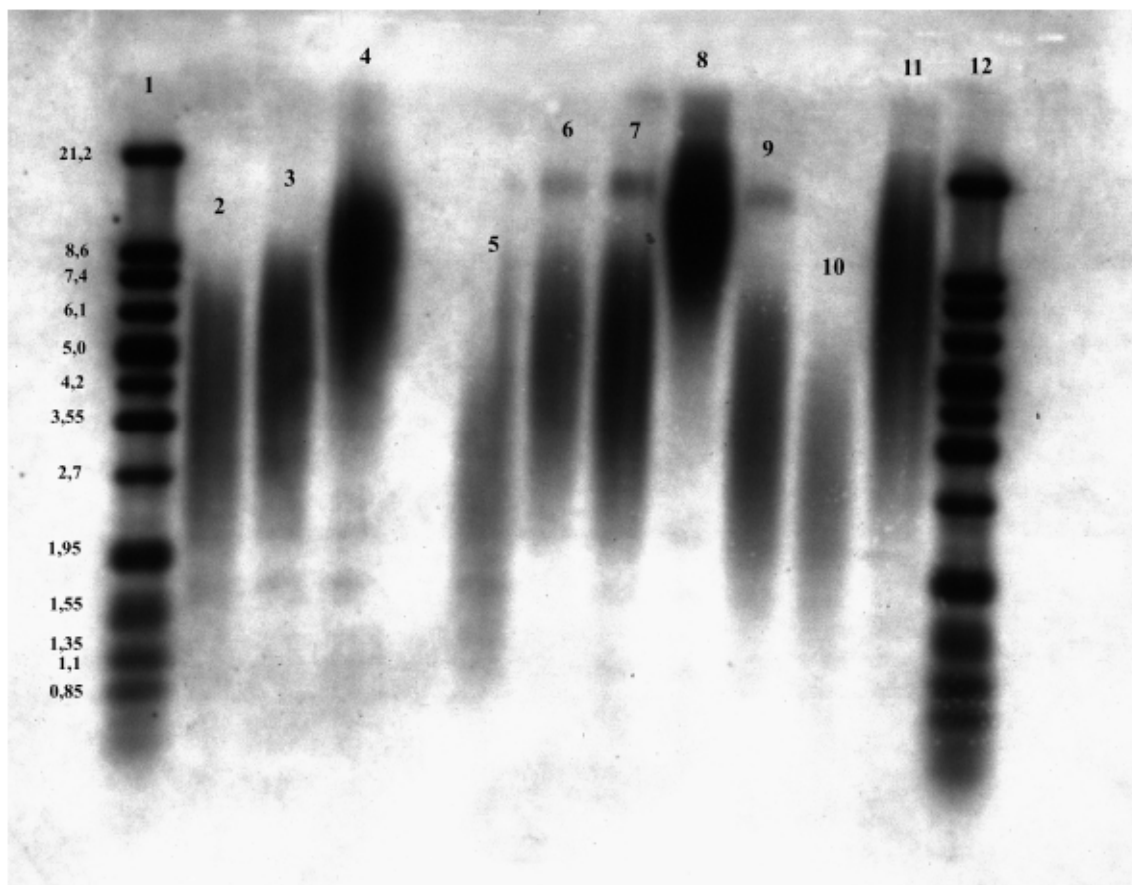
Southern-Blot I zur Bestimmung der Telomerenlänge für RM-82 und STA-ET1. Angabe der Länge der Terminalen Restriktionsfragmente (TRF) in Kilobasenpaare (kbp).
